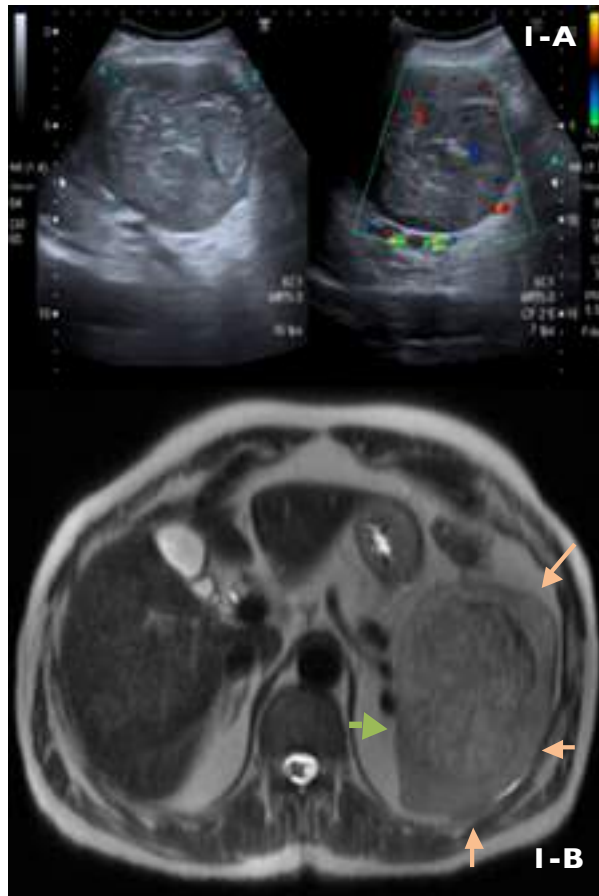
A. Ecografía en escala de grises que presenta una masa bien delimitada, hipoeoica de $9 \times 8,5 \times 9,5$ cm con vascularización repartida por todo el parénquima tanto en la periferia como en el interior.
